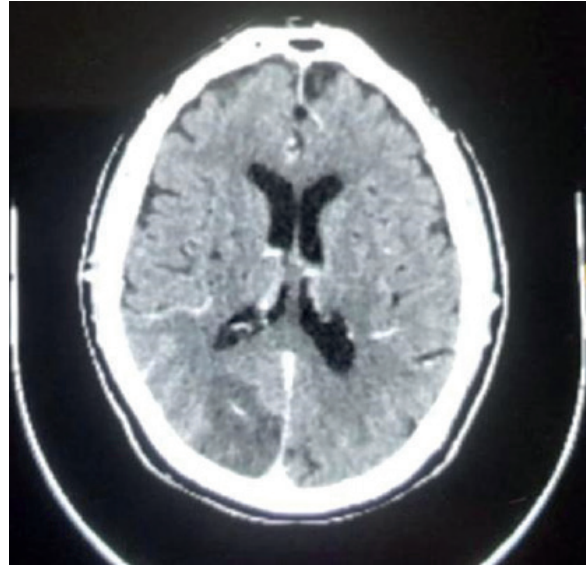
Tomografía cerebral a las 36 horas de posoperatorio evidenciando área isquémica en lóbulo occipital derecho.
